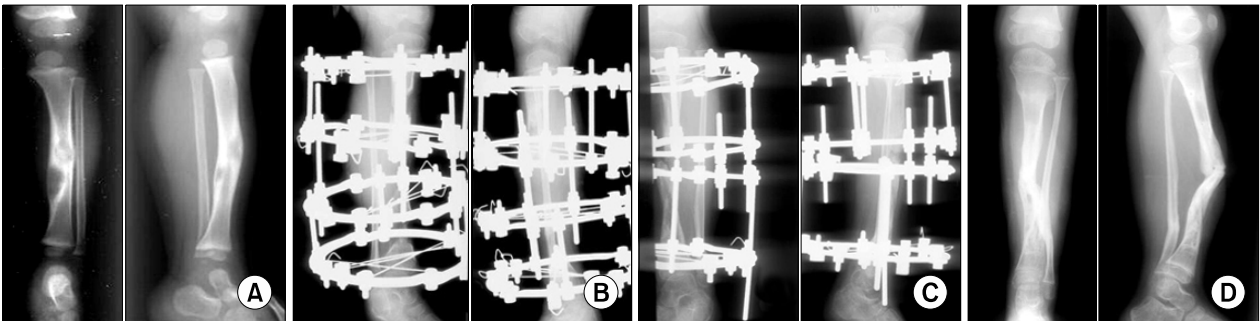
(A) Radiographs of a 14-year-old male patient show an osteolytic lesion of the shaft of the right tibia. (B) We resected the lesion and inserted calcium sulfate into the bone defect and applied Ilizarov fixator. We simultaneously performed corticotomy at the proximal metaphysis. Radiographs at 1 month postoperative showed that the proximal fragment was transported distally. (C) Radiographs from the last follow-up show healed bone lesion.
